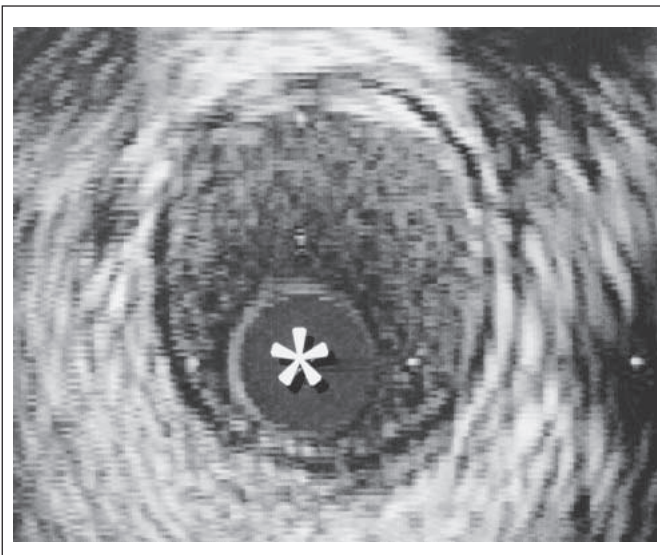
Sonographische Querschnittsdarstellung der distalen LAD. Der Katheter befindet sich bei 6 Uhr und ist mit einem Stern gekennzeichnet. Das Lumen imponiert homogen, die Gefäßwand ist dreigeschichtet, somit besteht geringe konzentrische Intimaverdickung.
